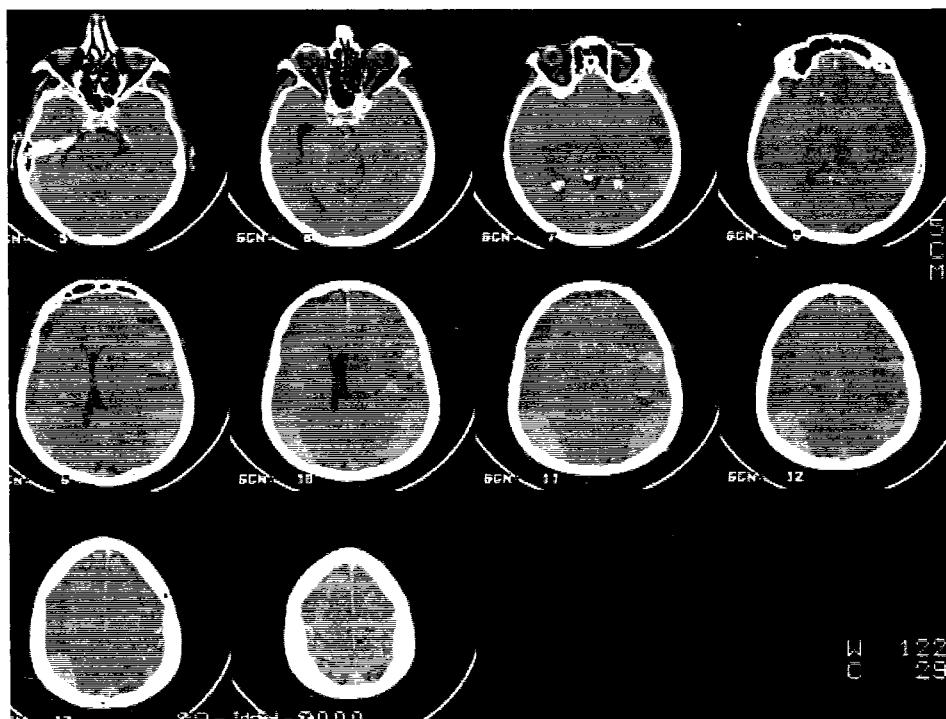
Aspect CT de hematorm subdural cronic bilateral.
